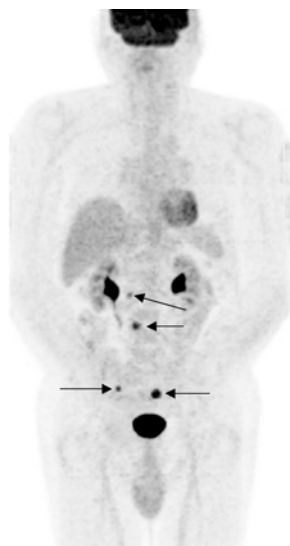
Aumento del CEA con TC normale. L'immagine mette in evidenza quattro lesioni captanti FDG che corrispondono a metastasi peritoneali
